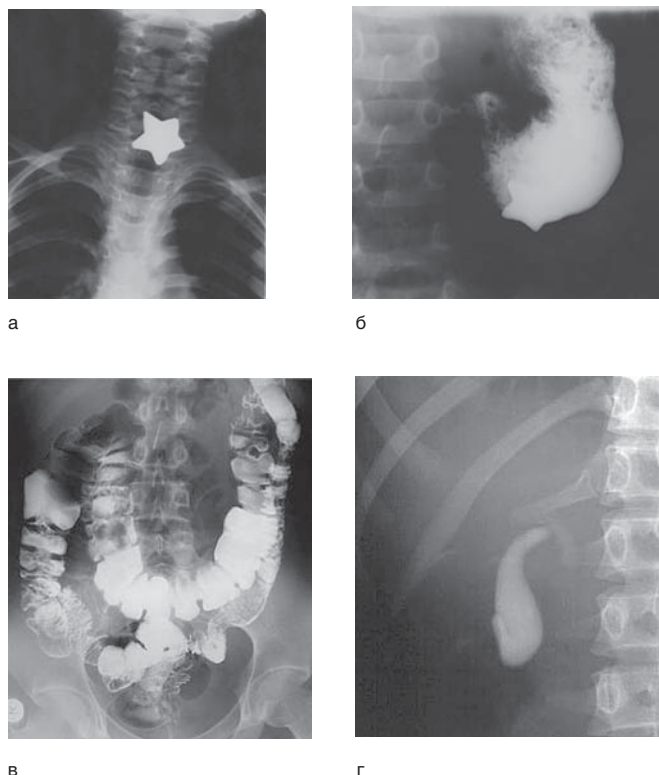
Обзорная рентгенография пищевода: инородное тело в пищеводе (а). Обзорная рентгенография желудка с контрастированием: инородное тело в желудке (б). Ирригография: трансверзоптоз (в). Холецистография: гипокINETическая форма дискинезии желчного пузыря (г)
